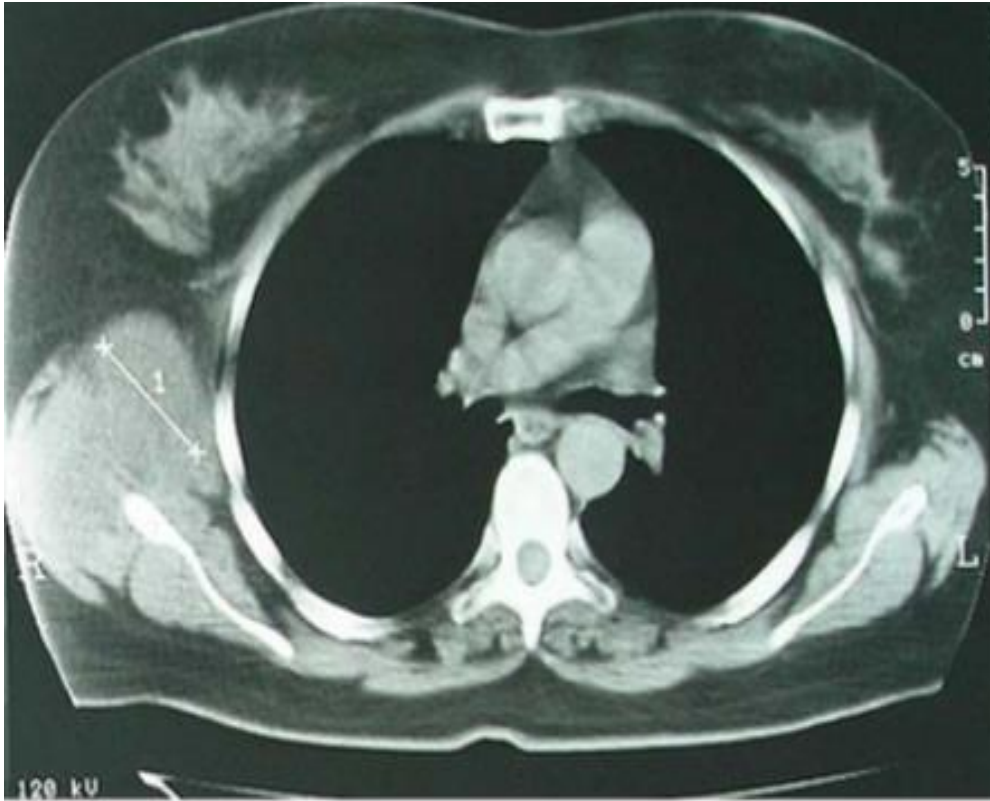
TDM thoracique montrant une tumeur de la paroi thoracique droite de siège profond. [73]
